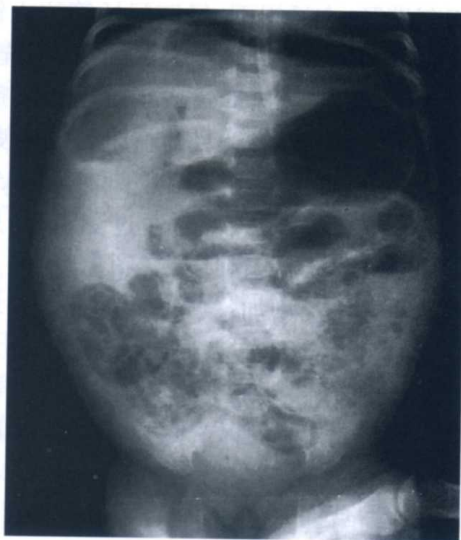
新生儿坏死性小肠结肠炎 X 线平片表现
